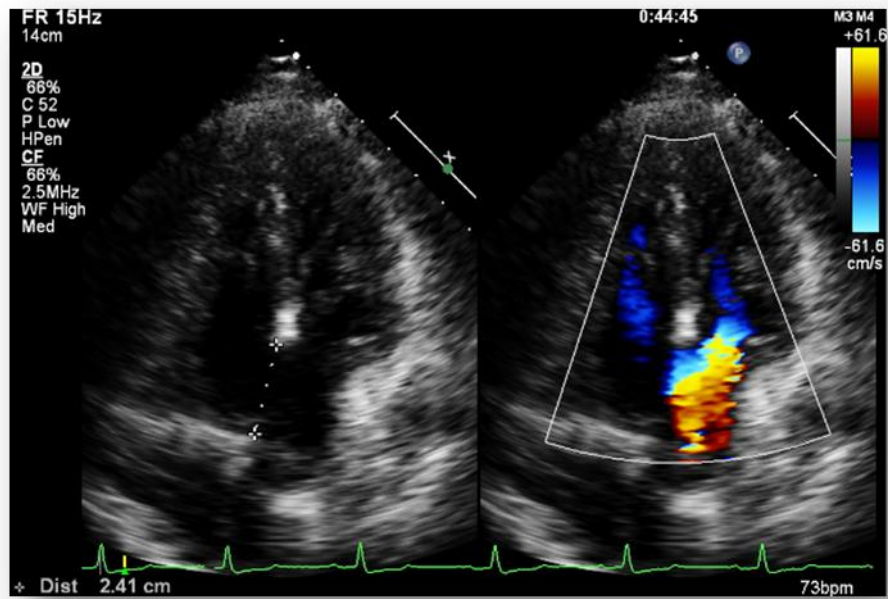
ECOTT: Vista apical de cuatro cámaras en modo bidimensional y con Doppler color. Se observa un defecto en el septum interauricular tipo ostium secundum de de 24mm.
